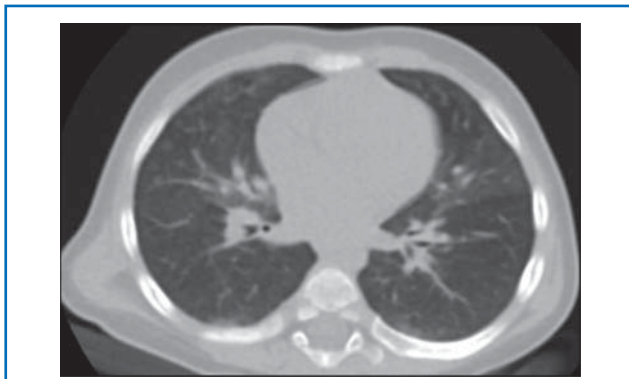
КТ органов грудной клетки пациента К. с НЭГМ, 8 мес (описание в тексте).
